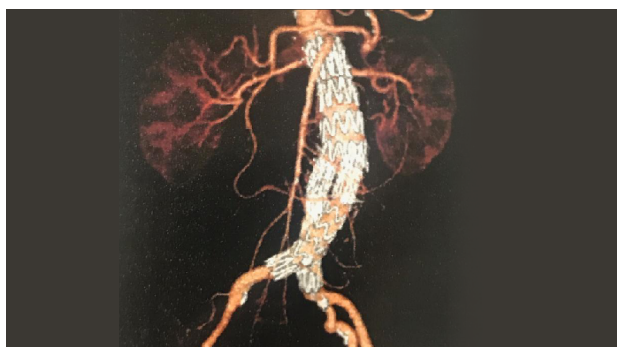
Reconstrução tridimensional (3D) de angiotomografia de abdome demonstrando a endoprótese posicionada na aorta abdominal, em seguimento pós-operatório de EVAR. Exame evidencia exclusão adequada
